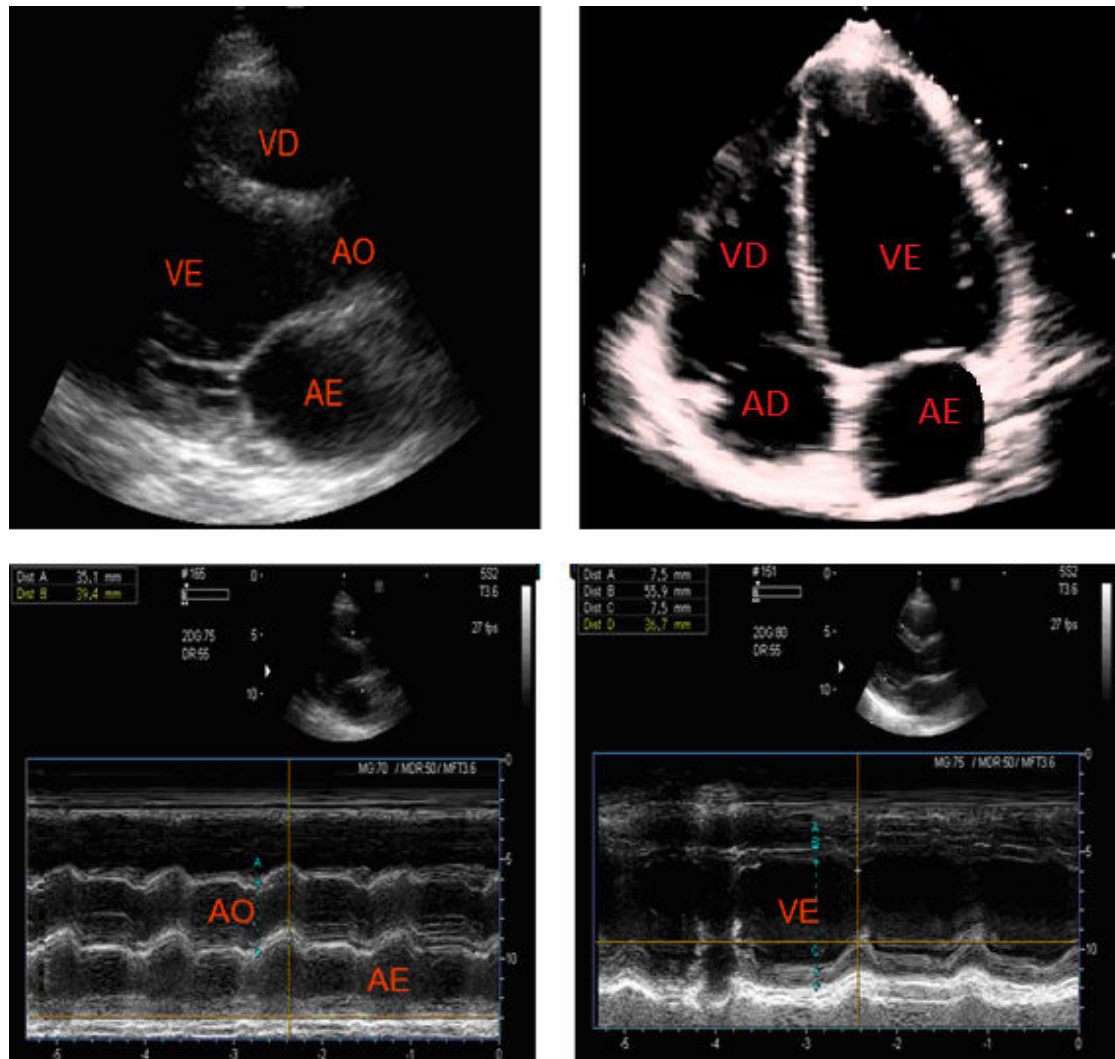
Incidências paraesternal (acima à esquerda) e apical (acima à direita) no ecocardiograma bidimensional. Abaixo incidências unidimensionais com medidas de diâmetros de cavidades e espessuras de paredes. AD (átrio direito), AE (átrio esquerdo), VD (ventrículo direito), VE (ventrículo esquerdo), AO (aorta ascendente).
